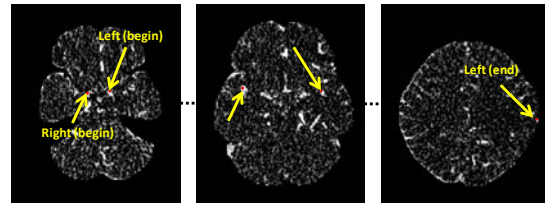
血管ボクセル指定の例(骨除去, ベースライン減算後の CT 画像において)
